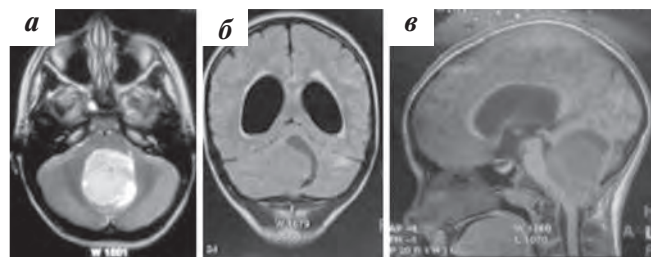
Пациентка К. МРТ головного мозга в режиме T1: а — аксиальный срез после внутривенного контрастного усиления; б — фронтальный срез; в — сагиттальный срез. Опухоль задней черепной ямки 55 мм в диаметре. Окклюзионная гидроцефалия
